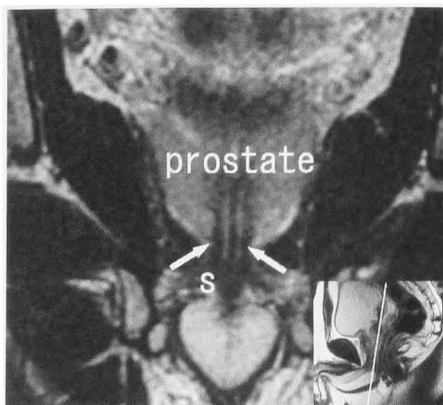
T2 weighted MR imaging shows that the external urethral sphincter muscle (S) enters the prostatic urethra (arrows) in coronal view. Sagittal inset for orientation.
